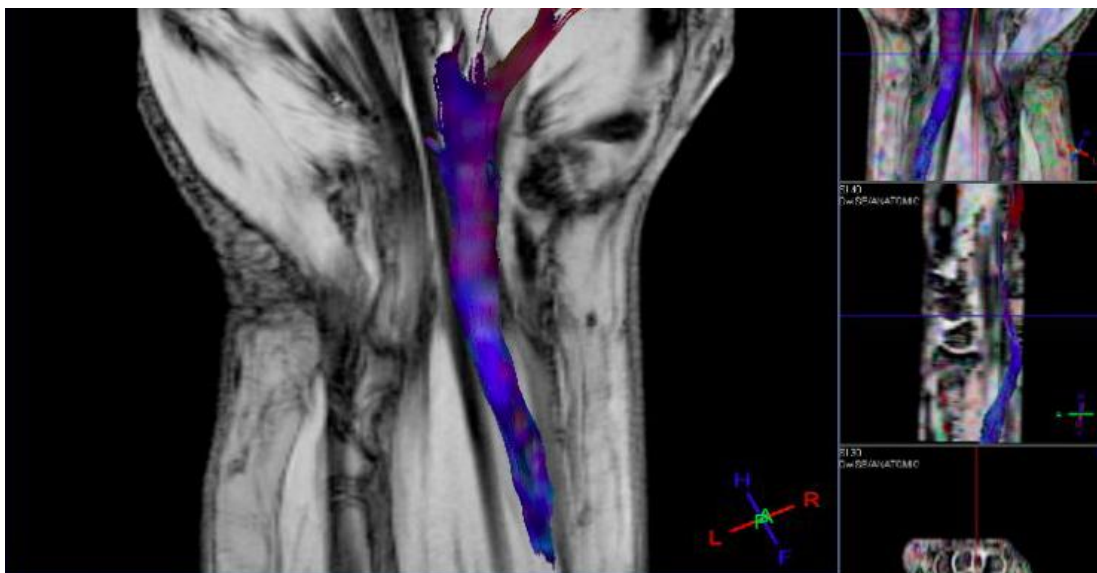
Resonancia magnética del nervio mediano.
